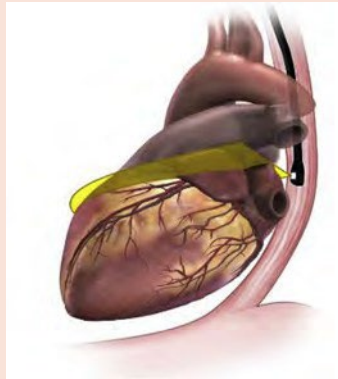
Anatomía de la orejuela auricular izquierda (OAI). La obtención de imágenes bidimensionales por ETE a 45° (A) demuestra características anatómicas importantes de una OAI normal. Las imágenes tridimensionales por ETE en un modo ampliado (B) muestran características anatómicas importantes de una OAI normal. Las imágenes tridimensionales por ETE también pueden utilizarse para obtener imágenes de la anatomía adyacente (C). Las herramientas de reconstrucción tridimensional avanzada son útiles para caracterizar las variantes de la anatomía de la OAI (D-G). En estos ejemplos, la anatomía 3D producida (subíndice 1) y la representación de la anatomía (subíndice 2) se muestran para una OAI “en manga de viento” (D₁₋₂), OAI “en ala de pollo” (E₁₋₂), OAI “brócoli” (F₁₋₂) y OAI “cactus” (G₁₋₂). Las imágenes bidimensionales con capturas digitales largas se utilizan para evaluar el flujo dentro de la lumen de la OAI: normal (H), contraste ecocardiográfico espontáneo (spontaneous echocardiographic contrast, [SEC]; también denominado “humo”; *asterisco amarillo*, I), lodo (*asterisco amarillo*, J) y trombo (*asterisco amarillo*, K). GVC: gran vena cardíaca; AI: aurícula izquierda; LCx: arteria coronaria circunfleja izquierda; VPPII: vena pulmonar inferior izquierda; VPSI: vena pulmonar superior izquierda; VM: válvula mitral; AP: arteria pulmonar; ST: seno transversal.
